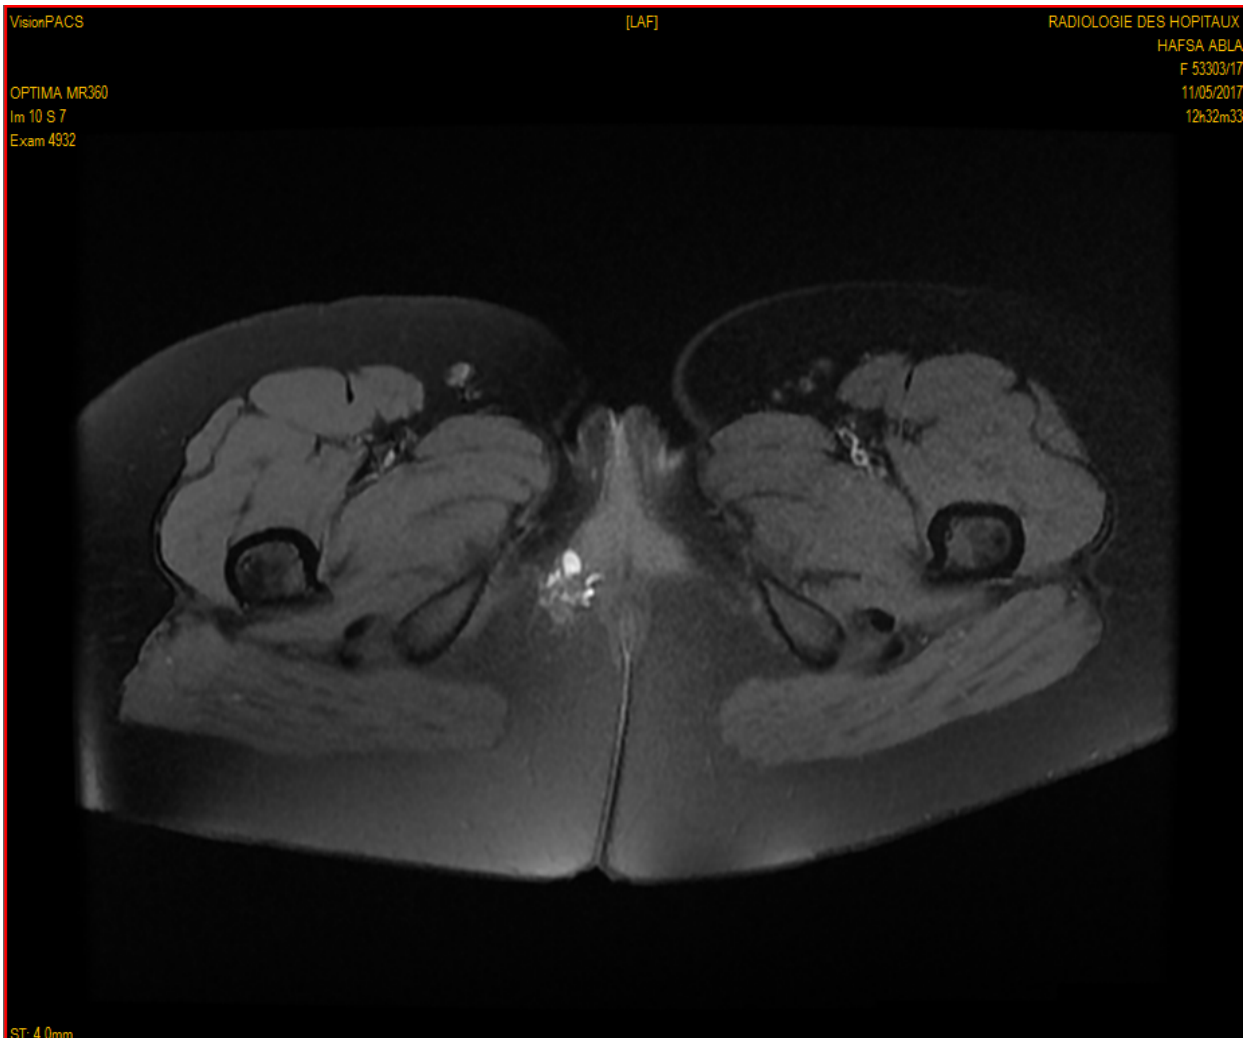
IRM du pelvis en coupe axiale : montrant un nodule hétérogène du périnée de 24/17mm implanté sur la base de la vulve droite comblant l'angle anovaginal
